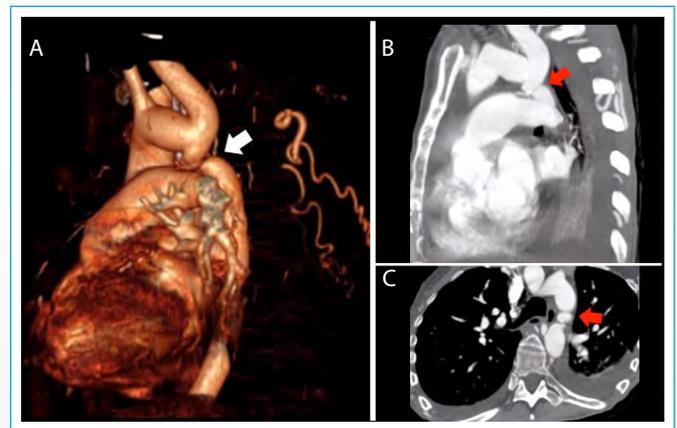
Angio-TC multidetector en adulto con coartación nativa posductal. El estrechamiento (*flechas*) se presenta distal a la arteria subclavia izquierda. Existe un segmento corto de la aorta yuxtaductal disminuido de calibre, asociado a dilatación aórtica proximal y distal a la estenosis y a formación de circulación colateral (arterias intercostales, torácicas internas, etc.). A: reconstrucción tridimensional; B: reconstrucción multiplanar oblicua; C: imagen axial
